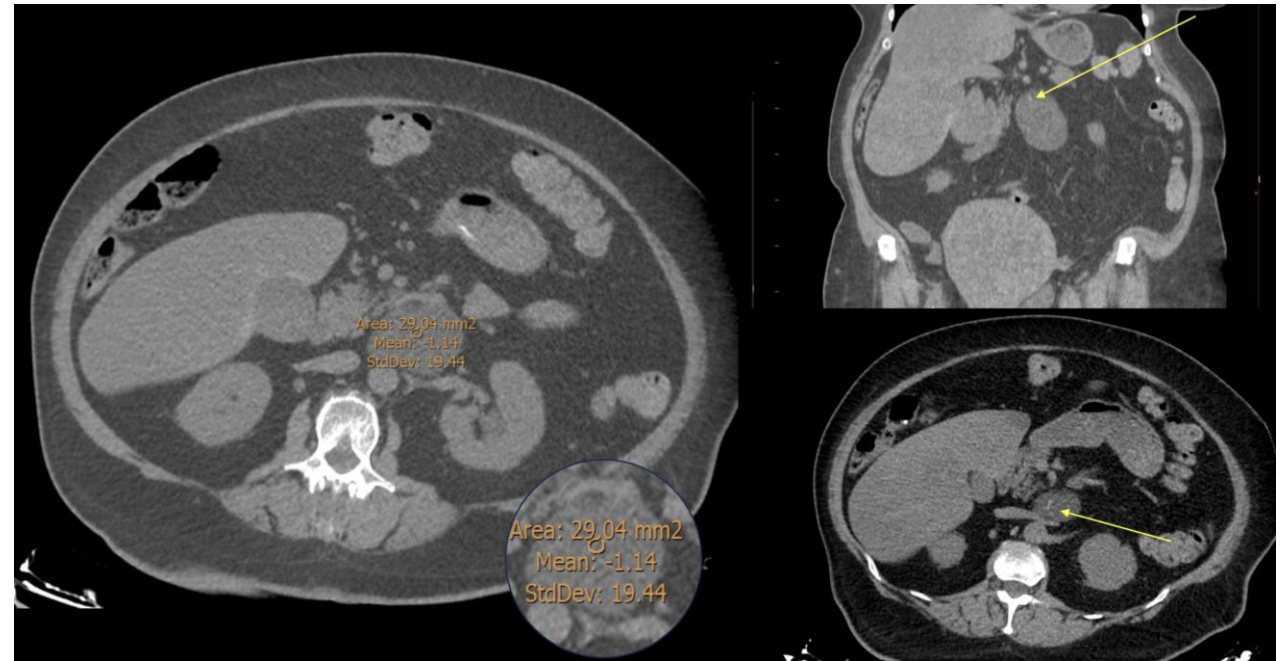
Caso 1: TC sin contraste correspondiente al paciente del caso 1. Masa quística en la región retroperitoneal pre – paraórtica izquierda en proximidad al hilio renal izquierdo, con unas dimensiones de 5,7 x 4,2 cm y unos valores densitométricos de aproximadamente -1 UH. Se observa un pequeño septo calcificado (flecha amarilla) en su polo superior, de significación inespecífica.
